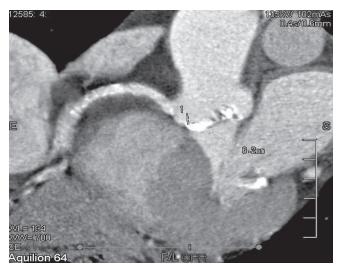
Метод МСКТ. Многоплоскостная реконструкция. Критерий исключения — низкое отхождение устья ПКА от коронарного синуса
